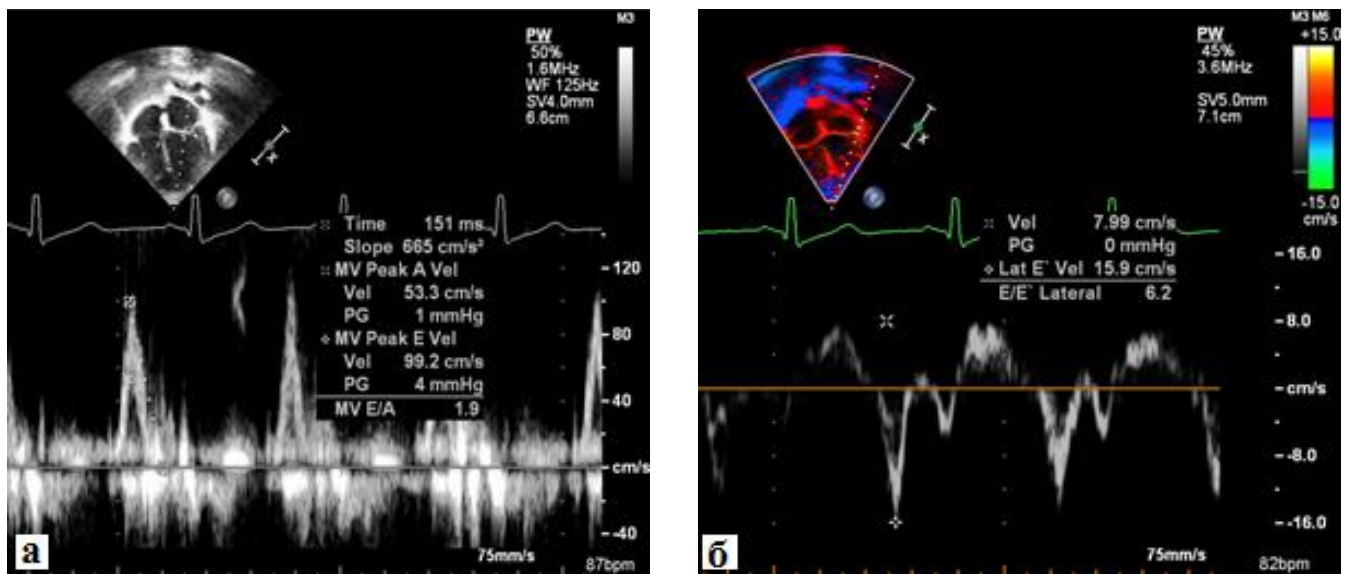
а, б – Эхокардиографическая оценка диастолической функции ЛЖ у пациента через 6,5 лет после коррекции ТАДЛВ
